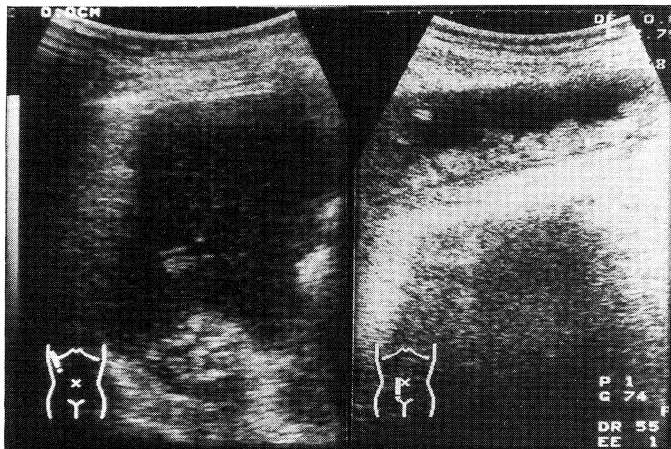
腹部超音波検査 右副腎の腫大と石灰化および腸腰筋石灰化を認める
